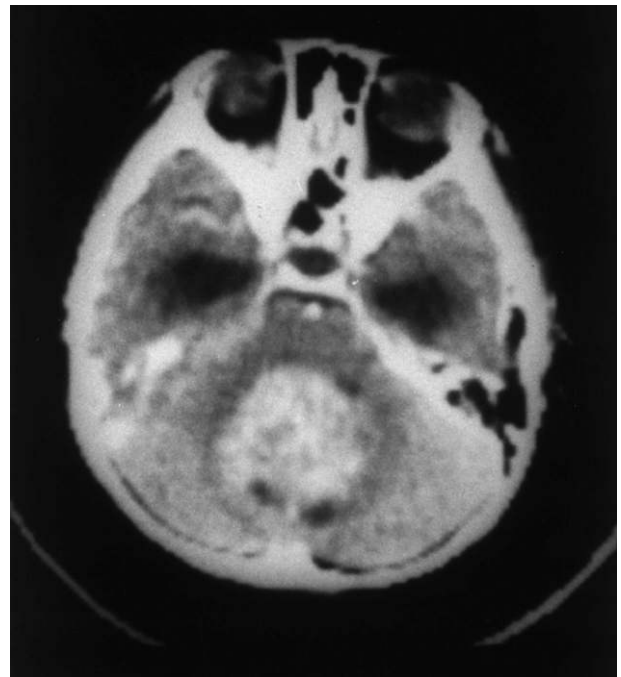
症例 1 の頭部造影 computed tomography (CT). 小脳虫部に不均一に造影される陰影がある。
